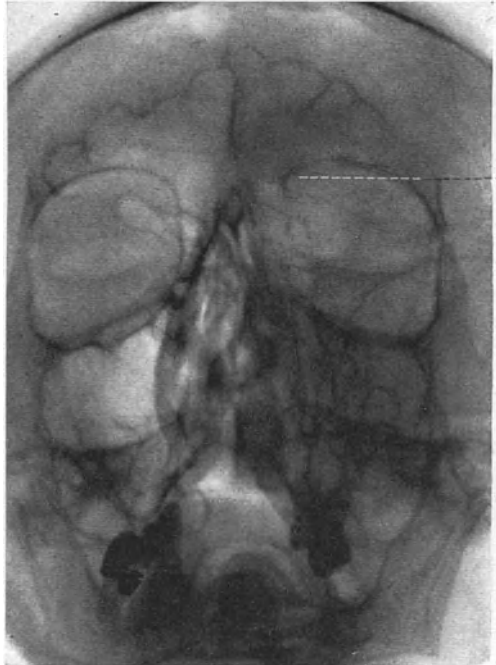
Röntgenbild eines Carcinoms der linken Stirnhöhle und des linken Siebbeins. Verschleierung der linken Stirnhöhle und des linken Siebbeins. Bei a erkennt man das Fehlen des oberen Orbitalrandes.
